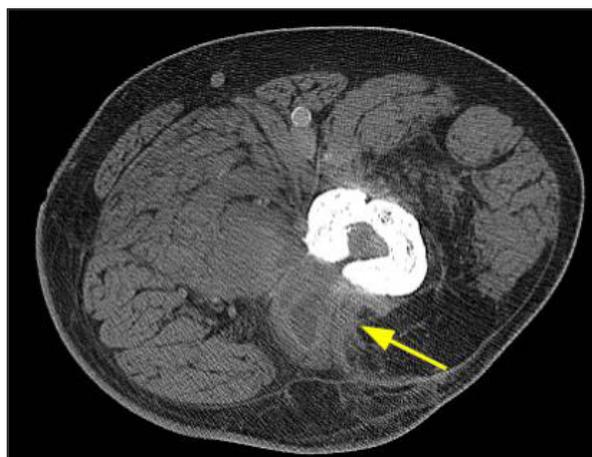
Coupe transversale TDM de la cuisse gauche mettant en évidence une collection discrètement cloisonnée et mal délimitée s'étendant sur 6 cm de grand axe transversal au sein de la loge postéro-latérale, infiltrant le chef court du biceps fémoral. Il est également démontré une communication intra-médullaire par interruption corticale de la portion proximale et postérieure du fémur gauche sans érosion osseuse d'allure aiguë.
